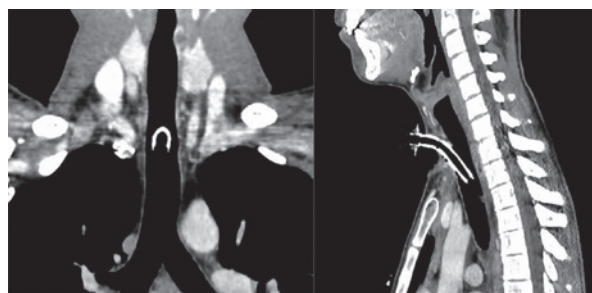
Immagine TC in sezione coronale (A) e sagittale (B) che dimostra la completa ricanalizzazione del lume tracheale.
